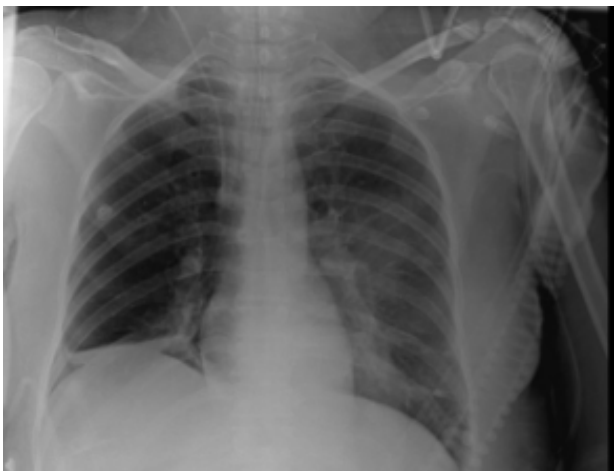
Radiografía portátil de tórax en proyección anteroposterior en la cual se observa radiopacidad parahiliar izquierda con patrón de vidrio deslustrado y atelectasia basal derecha.
